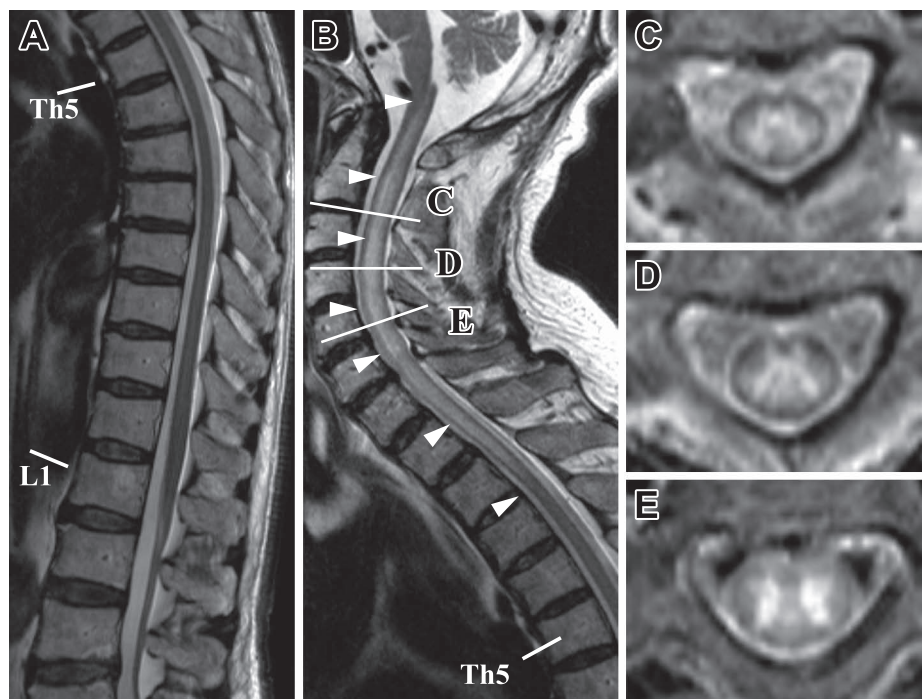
Spine MRI of the patient.
